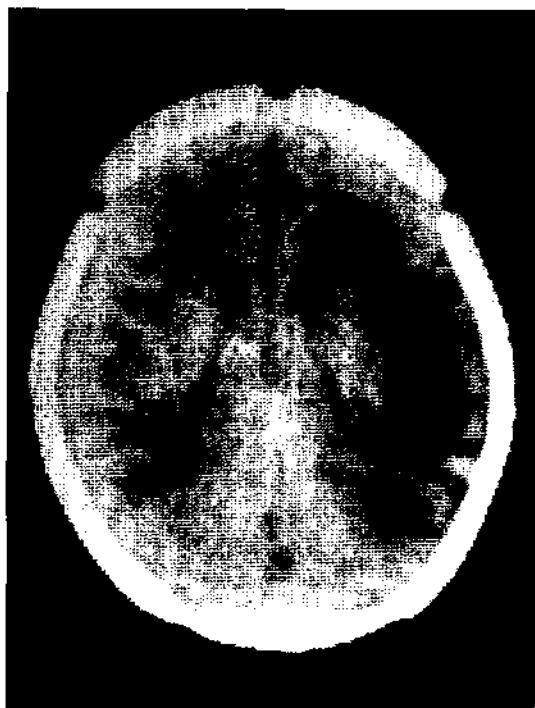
Tomografía axial computada del paciente 3, infarto cerebral izquierdo.
